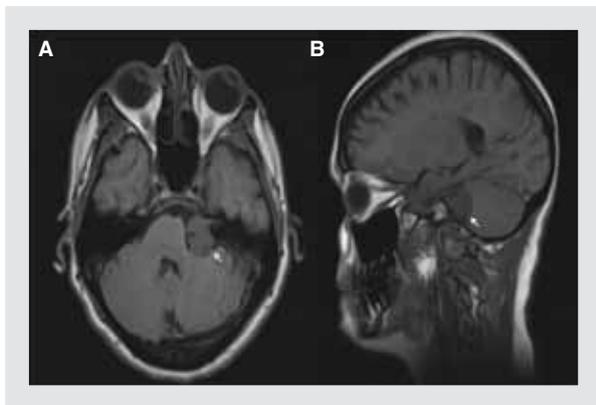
Imágenes de resonancia magnética. A: en T1, tumoración hipointensa en ángulo pontocerebeloso que se amplía al conducto auditivo interno (flecha). B: en T2, nótese una masa heterogénea con aumento de señal (flecha).
